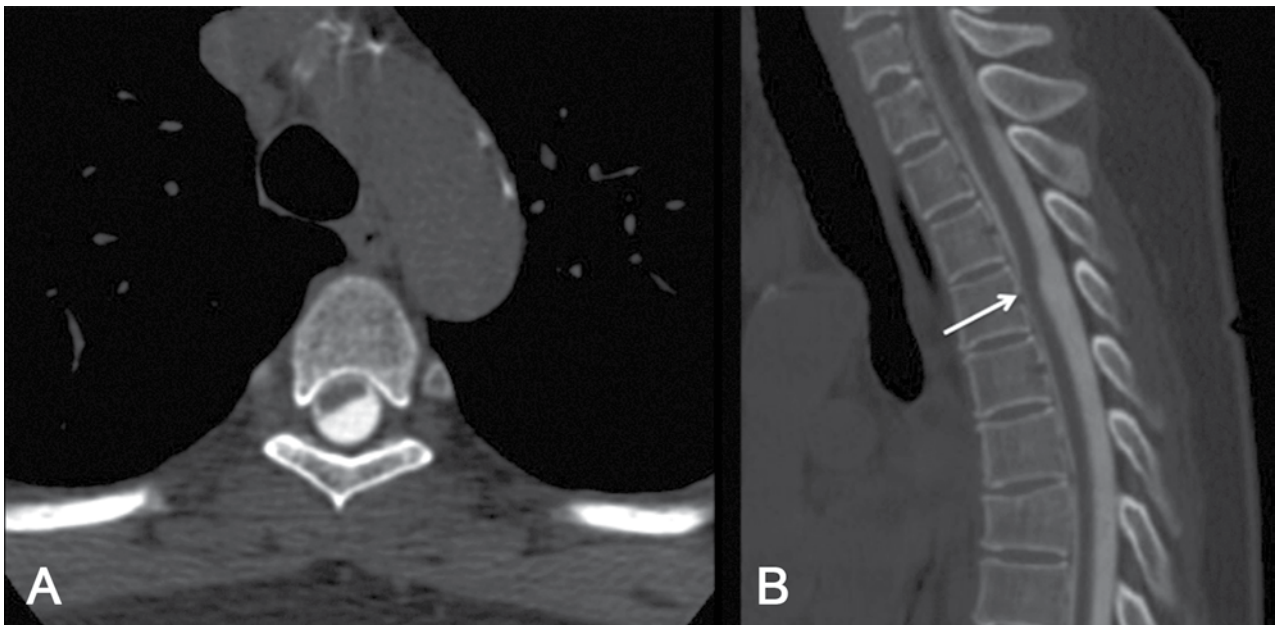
Mielotomografía axial (A) y reconstrucción sagital (B): a la altura de T4, la médula espinal presenta una curvatura anterior y se encuentra completamente adosada a la región posterior del cuerpo vertebral, dando la apariencia de aumento del espacio subaracnoideo posterior a ella en este segmento. Este hallazgo es indicativo de una hernia medular transdural.
